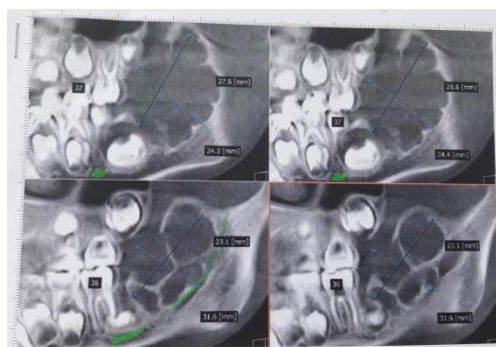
КТ от 14.02.17 пациентки А.
